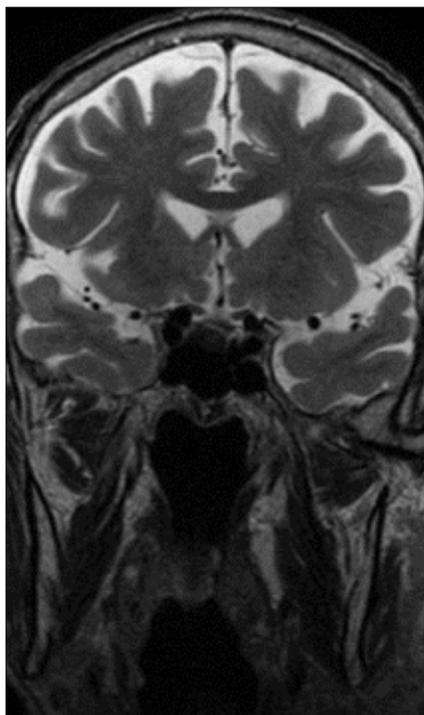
RMN encefalo di gennaio 2020 dove si apprezza riduzione volumetrica della lesione frontale destra.
